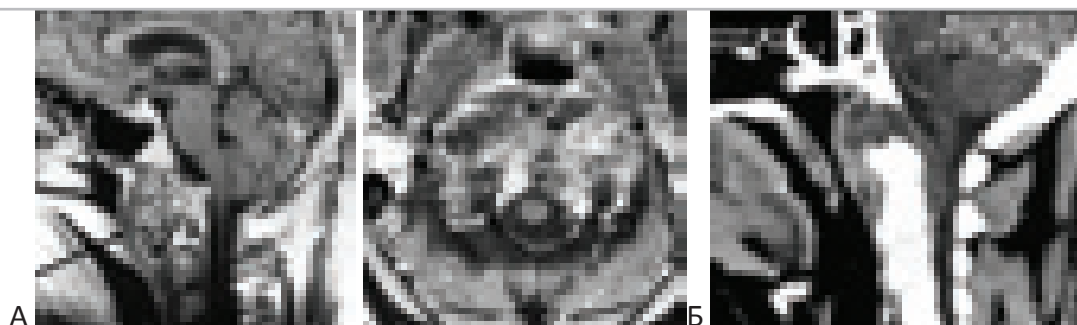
Гигантская хордома основания черепа и C1-C2 позвонков, нестабильность краниовертебрального сочленения. Больной К., 53 лет. “А” – МРТ с контрастом в сагиттальной и аксиальной проекции. Опухоль средних и нижних отделов ската, распространяется по задней поверхности зубовидного отростка и тела C2, а также в ротоглотку. Грубое сдавление продолговатого и верхних сегментов спинного мозга. Стрелка указывает направление доступа. “Б” – СКТ с контрастом в сагиттальной проекции. Деструкция нижних отделов ската черепа. Грубое сдавление продолговатого и верхних сегментов спинного мозга.
